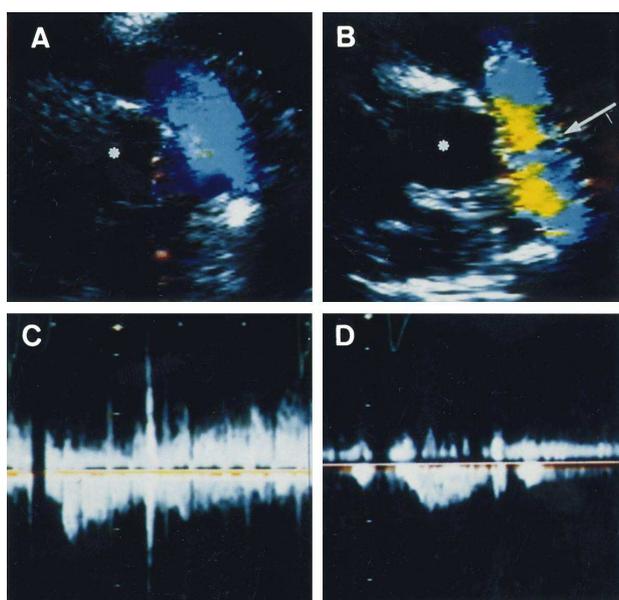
Eco Doppler-color. A: proyección paraesternal eje corto a nivel de los grandes vasos. Ausencia de turbulencia entre la aorta descendente y la rama derecha de la arteria pulmonar; B: misma proyección. Quince meses de seguimiento. Se muestra jet turbulento de la aorta descendente a la rama derecha de la arteria pulmonar (flecha); C: Doppler continuo guiado con eco color de B. Flujo continuo; D: tras el cierre completo con la segunda prótesis. Proyección similar. Doppler continuo guiado por color. Cierre completo. \*aorta.
